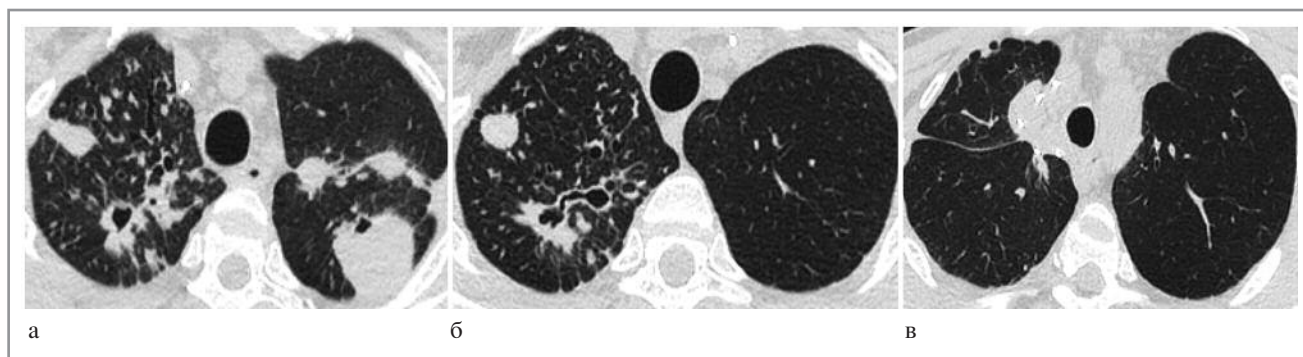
КТ-исследование: а – до операции; б – после верхней лобэктомии слева; в – после верхней лобэктомии справа.
